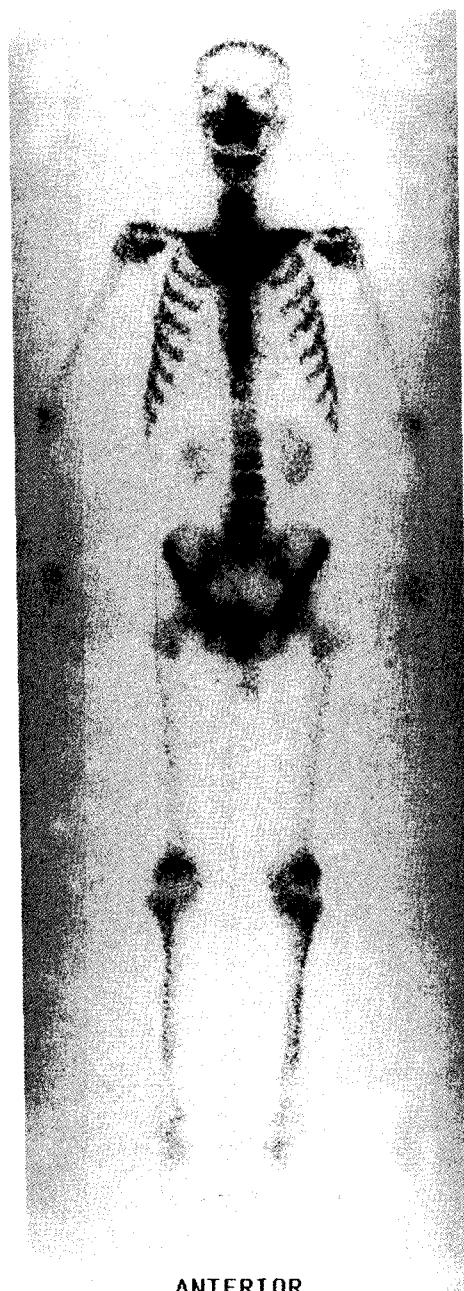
Technetium-^{99m} scintigraphy shows increased uptake in the clavicles and manubrium of the sternum.
